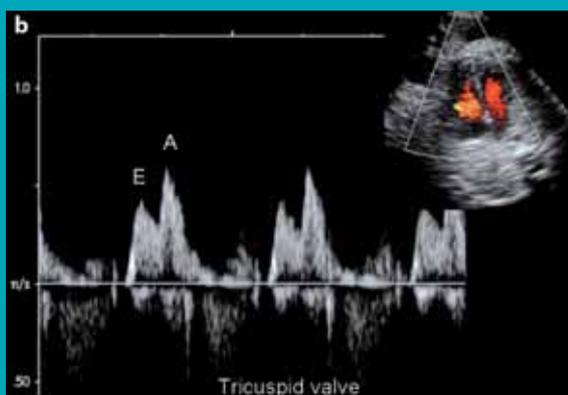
Tracé Doppler pulsé de la valve tricuspide.
